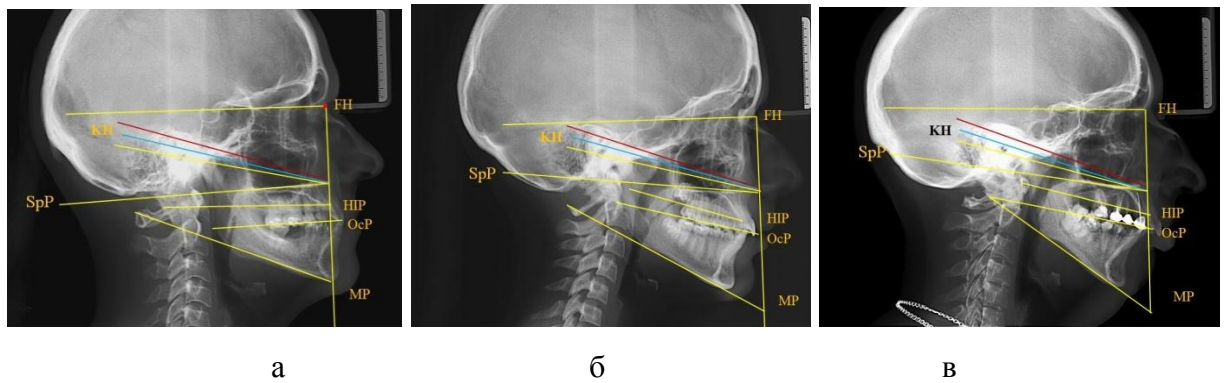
Особенности расположения окклюзионной плоскости и основных углов телерентгенограммы при антеинклинации (а), нормоинклинации (б) и ретроинклинации (в) гнатической части лица
